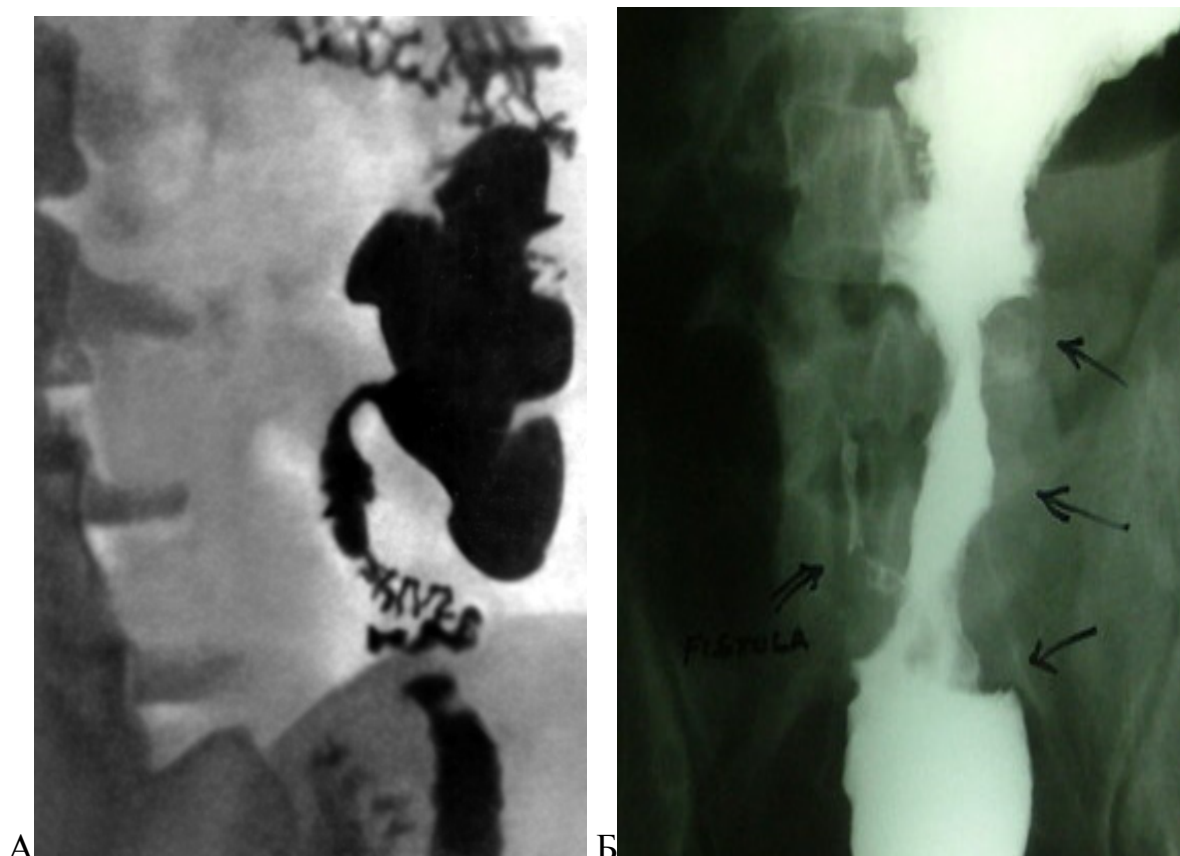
Рентгенограмма кишечника при болезни Крона. А – симптом «струны». Б – резкое сужение подвздошной кишки с неровностью контуров.
